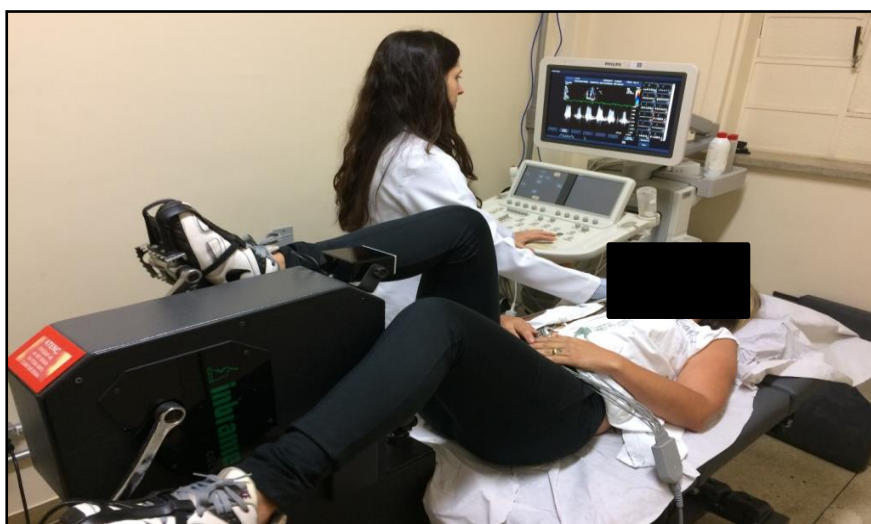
Imagem obtida durante a realização do ecocardiograma sob esforço físico. O paciente fica confortavelmente deitado na ciclo-maca, pedalando a bicicleta com aumento progressivo da carga. Um fisioterapeuta posicionava o paciente na ciclo-maca, ajustando a sua postura e adaptando o pedal para evitar lesões e garantir o exercício eficiente.
